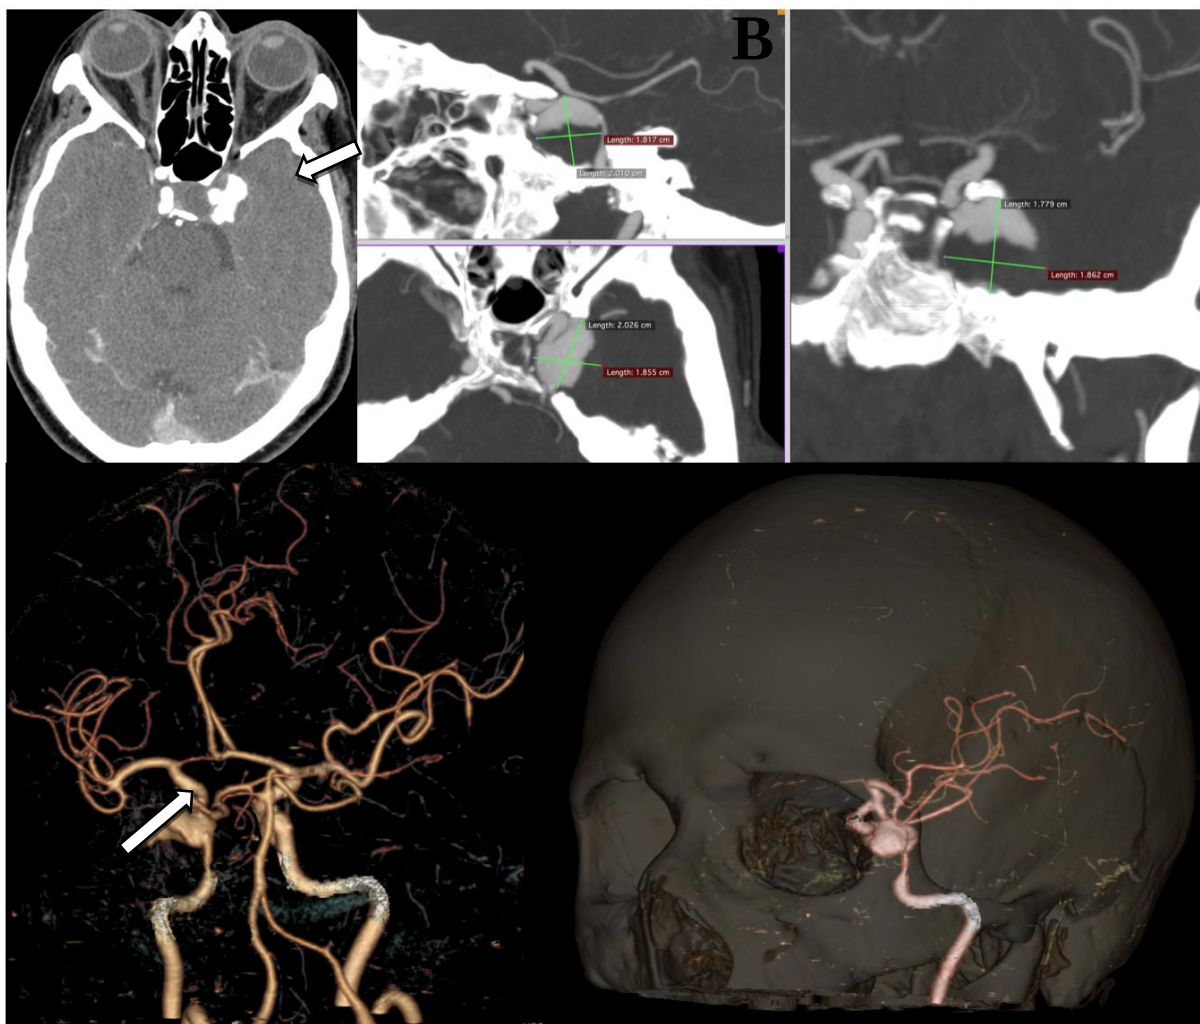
Femeie, 71 de ani. Aneurism gigant parțial trombozat al arterei carotide interne pe stânga, segment infraclinoidal. A – AngioCT axial. Aprecierea formei și dimensiunilor maxime ale sacului anevrismal nu este posibilă pe CT axial, dimensiunile și configurația trombusului intraluminal și lumenului anevrismal contrastat (săgeata) nu pot fi evaluate corect. Raportul cu structurile sinusului cavernos se vizualizează mai detaliat, comparativ cu alte tehnici. B – AngioCT PIM. Imaginea cea mai corectă a configurației sacului integru anevrismal, raportului cu structurile osoase ale osului sfenoidal și procesul clinoidal anterior adiacent, regiunea colului anevrismal. C – RV-3D cu substrația manuală a osului (pe stânga) și aplicarea transparenței parțiale a oaselor craniene (pe dreapta). Absența vizualizării sectorului trombozat al anevrismului, se evidențiază numai lumenul contrastat (săgeata).
